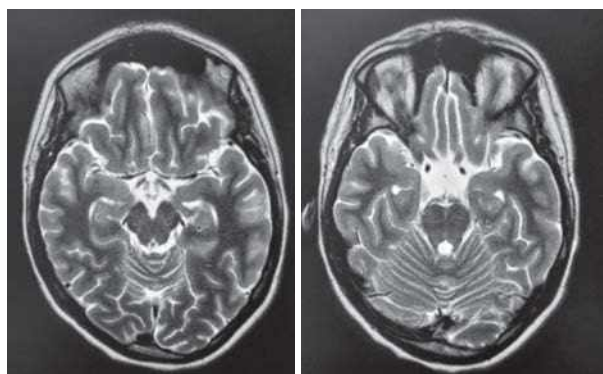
Двусторонняя гиперинтенсивность сигнала от гиппокампов в режиме T2 на МРТ головного мозга
